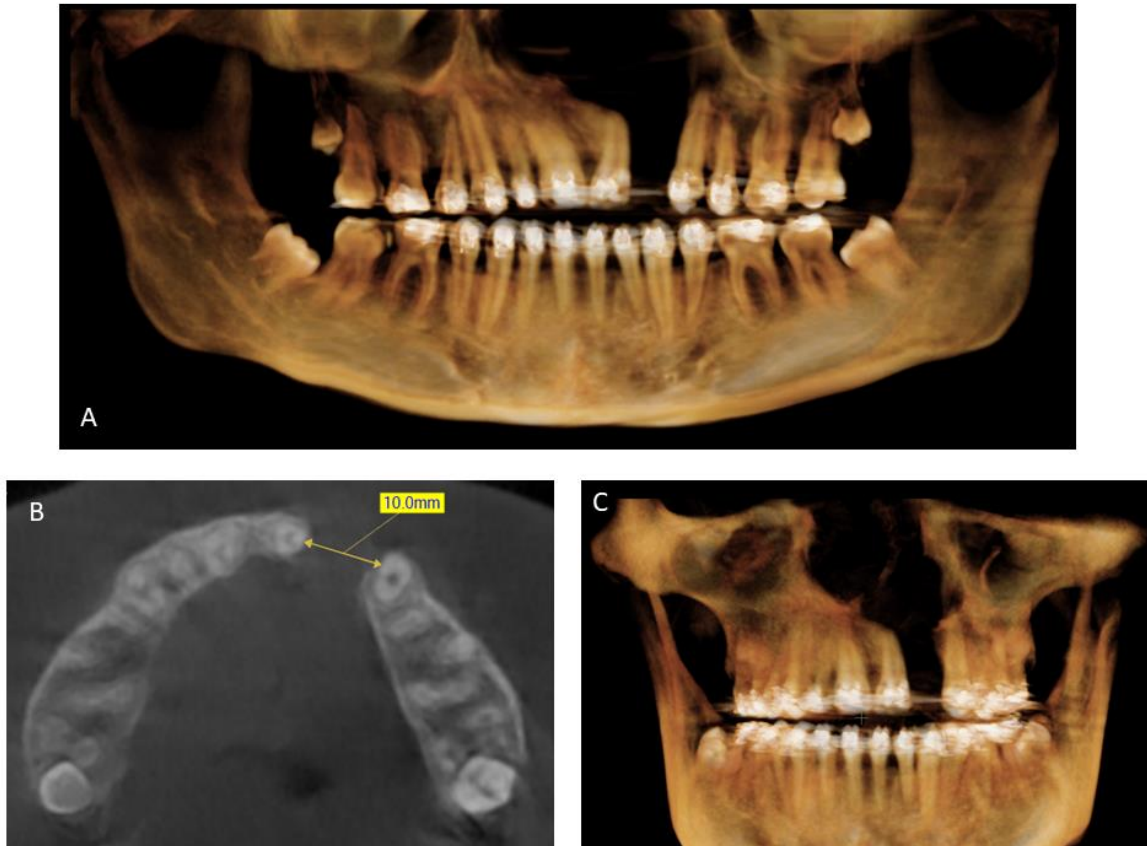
Radiografía panorámica formato 3D (A). Corte axial cbct a nivel radicular (B). Vista frontal 3D del defecto(C).
